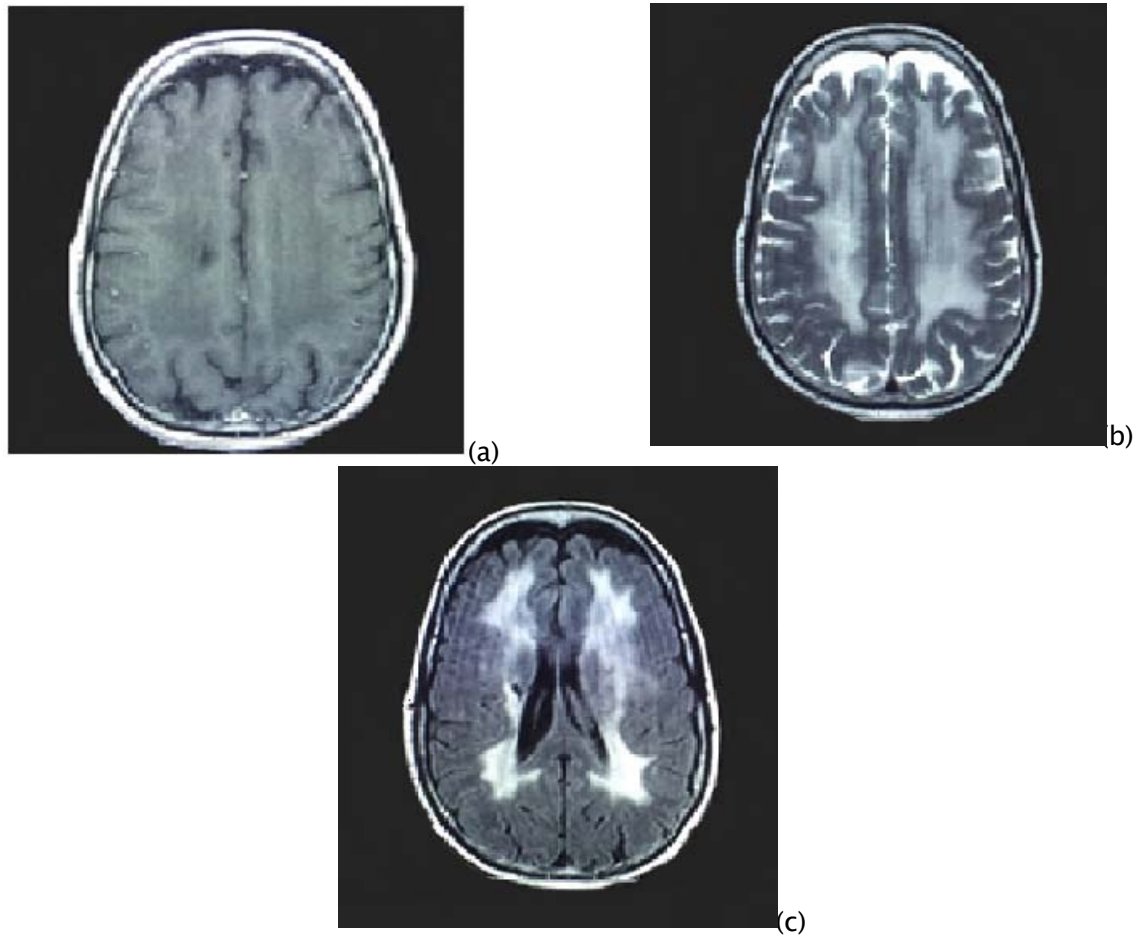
IRM cérébrale en coupes axiales T1 avec gadolinium (a), T2 (b) et FLAIR (c) passant par les ventricules et les centres semi ovales chez une patiente âgée de 52 ans, présentant des troubles de l'humeur avec des troubles psychotiques. Lésions en plage en hyposignal T1 non rehaussée par le gadolinium (a), hypersignal T2 et FLAIR intéressant la substance blanche périventriculaire et s'étendant en sous cortical prenant un aspect en doigt de gant. Atrophie corticale diffuse plus une petite lésion infracentimétrique paraventriculaire droite en hyposignal T1 et FLAIR hypersignal T2 responsable d'une rétraction de la corne ventriculaire sous jacente compatible avec une lacune ischémique.
